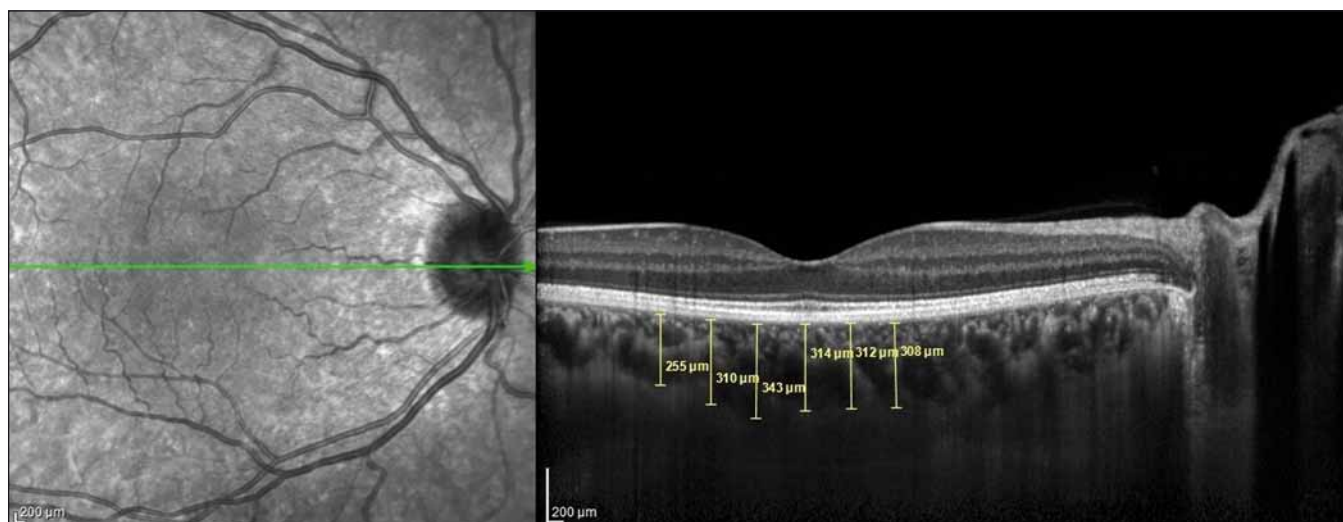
Choroidal thickness measurements performed at 6 points at 500- μ m intervals in the optic coherence tomography cross-section.
